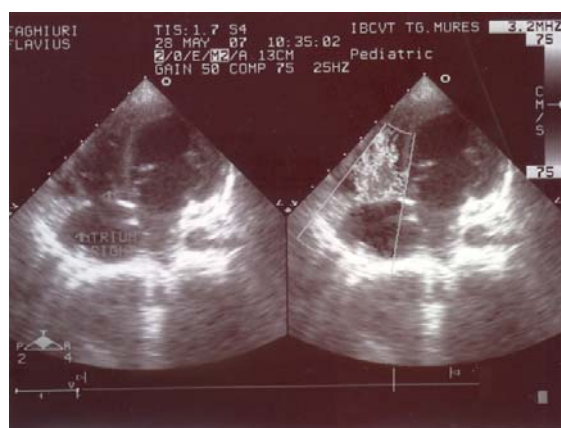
Apical 4C-stenoză ușoară tricuspidiană reziduală
